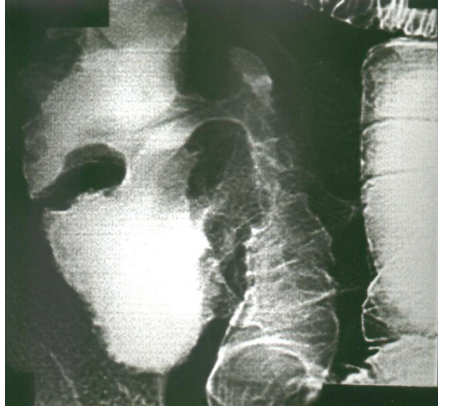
(a, b) : Crohn hastalığı tanısı alan olgunun prone pozisyonunda alınan erken dönem grafisinde; jejunal ve proksimal ileal segmentlerinin normal olduğu, terminal ileumda mukozal düzensizlik (oklar) (a), geç dönem grafisinde ise terminal ileumda kaldırım taşı görünümü (oklar) ve terminal ileumun kolonik duvarında (gül dikenli) ülserler (oklar) izleniyor.
